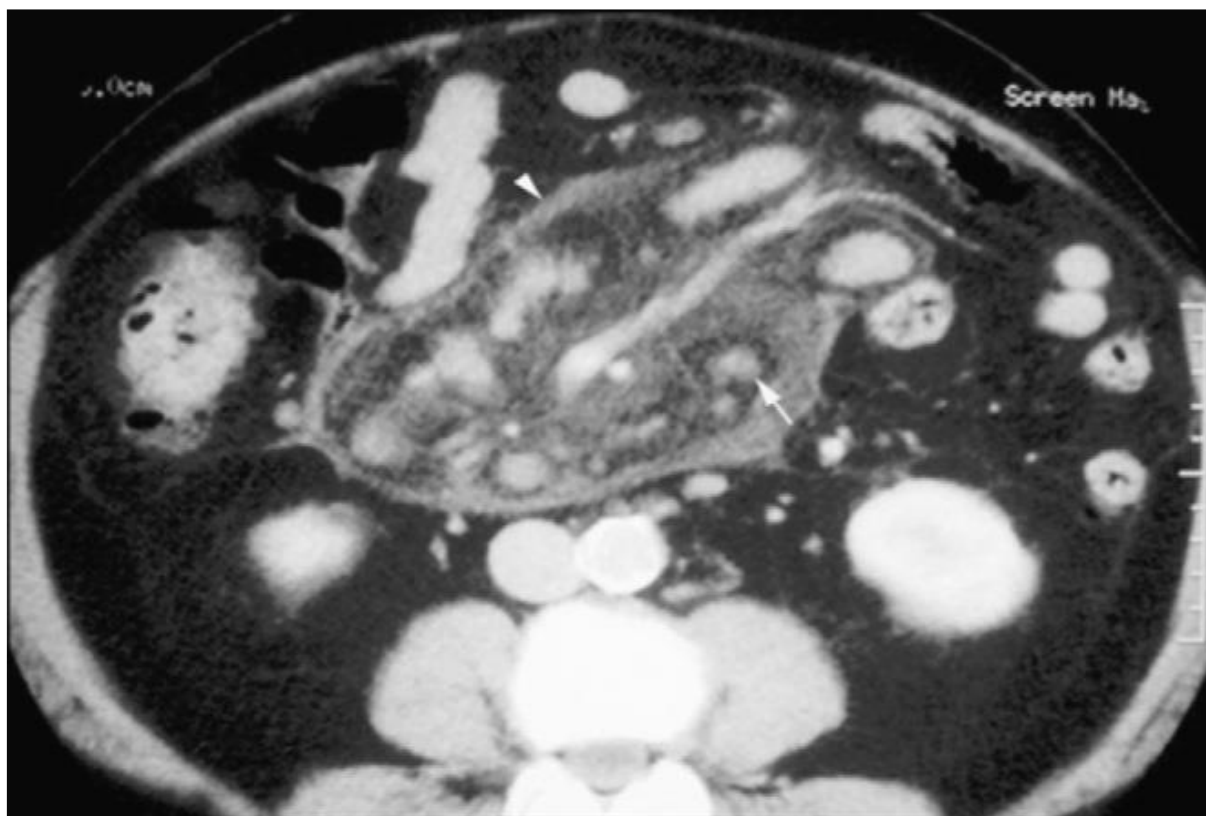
TDM avec injection de produit de contraste : panniculite mésentérique : masse solide du mésentère enveloppant les vaisseaux, avec persistance d'un halograisieux autour des vaisseaux (fat-ring-sign)
